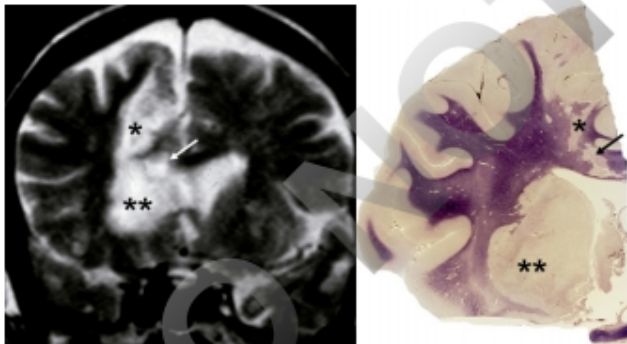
Figura e16.4 Infarto completo de la arteria cerebral anterior. A la izquierda, RM; a la derecha, pieza anatómica (corte coronal, tinción de mielina). Los dos asteriscos marcan el infarto del territorio profundo (cabeza del núcleo caudado y brazo anterior de la cápsula interna). Con un asterisco se marca el territorio superficial (corteza parasagital) y la flecha indica el infarto del cuerpo calloso.
